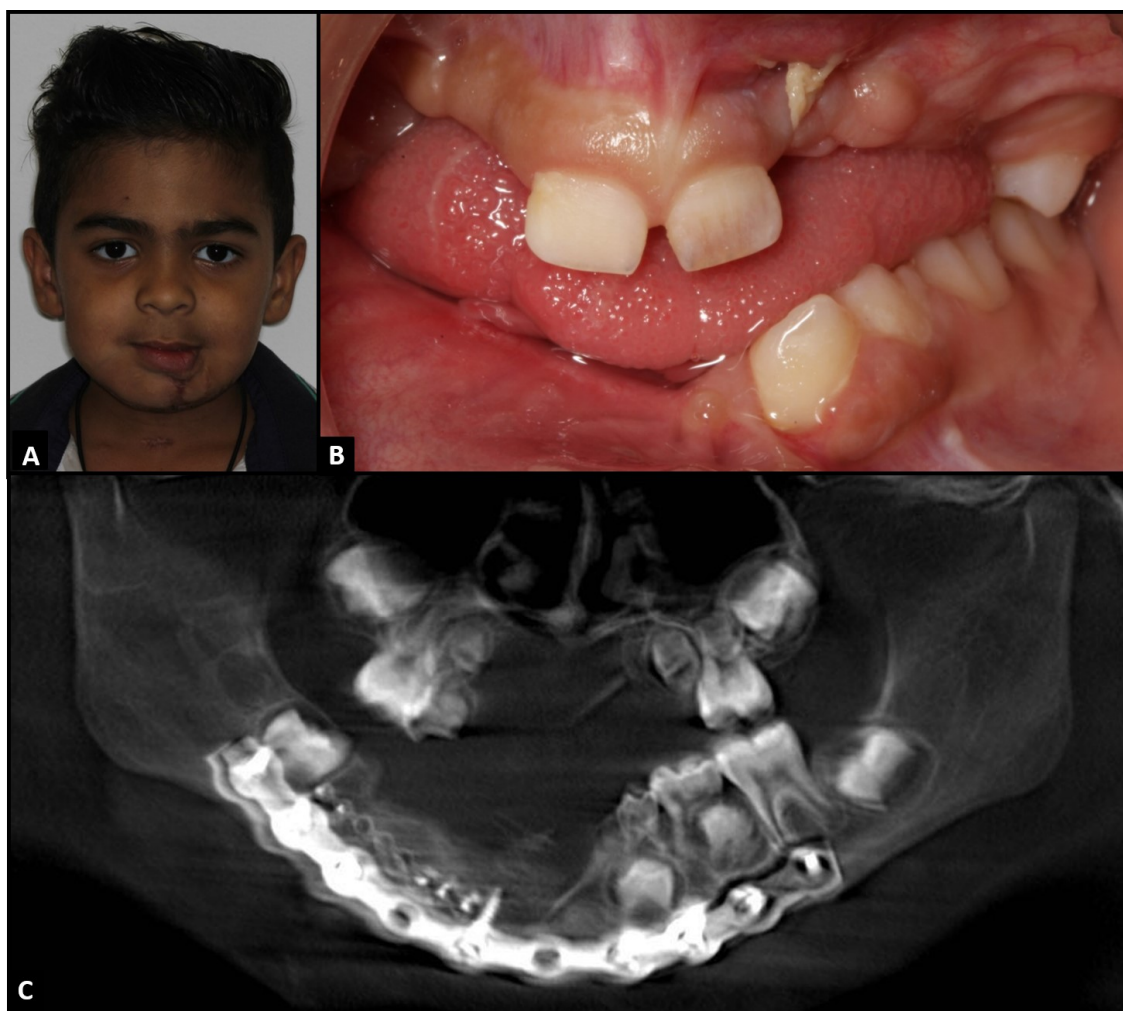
Imagens pós-operatórias de 15 dias em vista frontal (A) e vista intraoral (B) evidenciando recuperação do nível ósseo em região de rebordo alveolar inferior. Reconstrução panorâmica de tomografia computadorizada (C) pós-operatória de 15 dias demonstrando o volume ósseo na região de enxertia.
